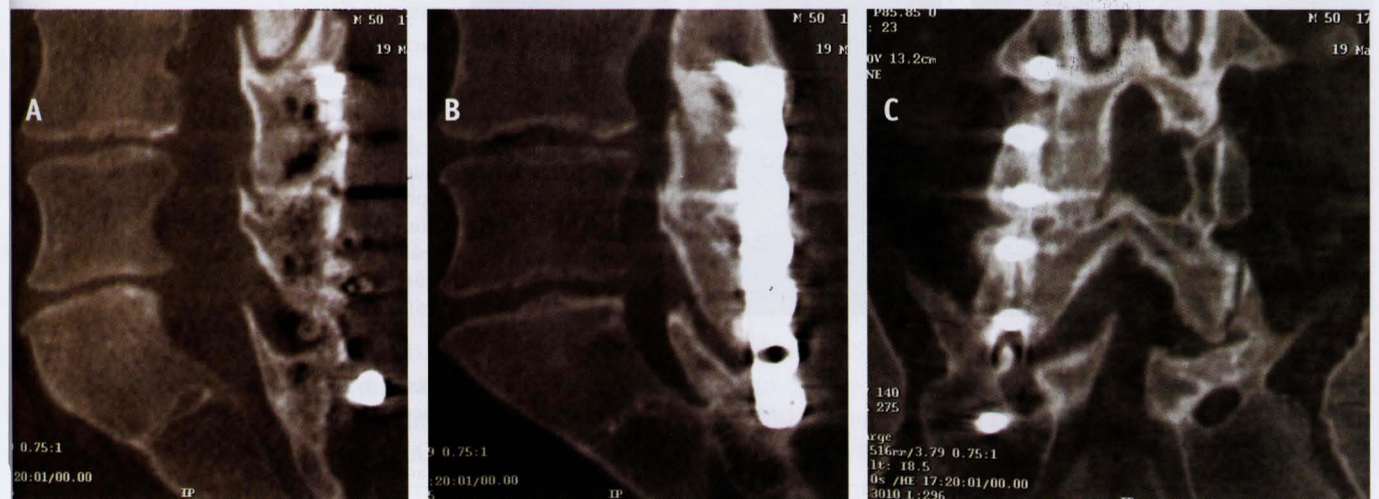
TC *multi-slice* da coluna lombo-sacra evidenciando material metálico de artrodese posterior. Os artefatos são pequenos e praticamente não atrapalham a avaliação do canal vertebral. A) corte sagital mediano; B) corte parasagital; C) corte coronal posterior.
